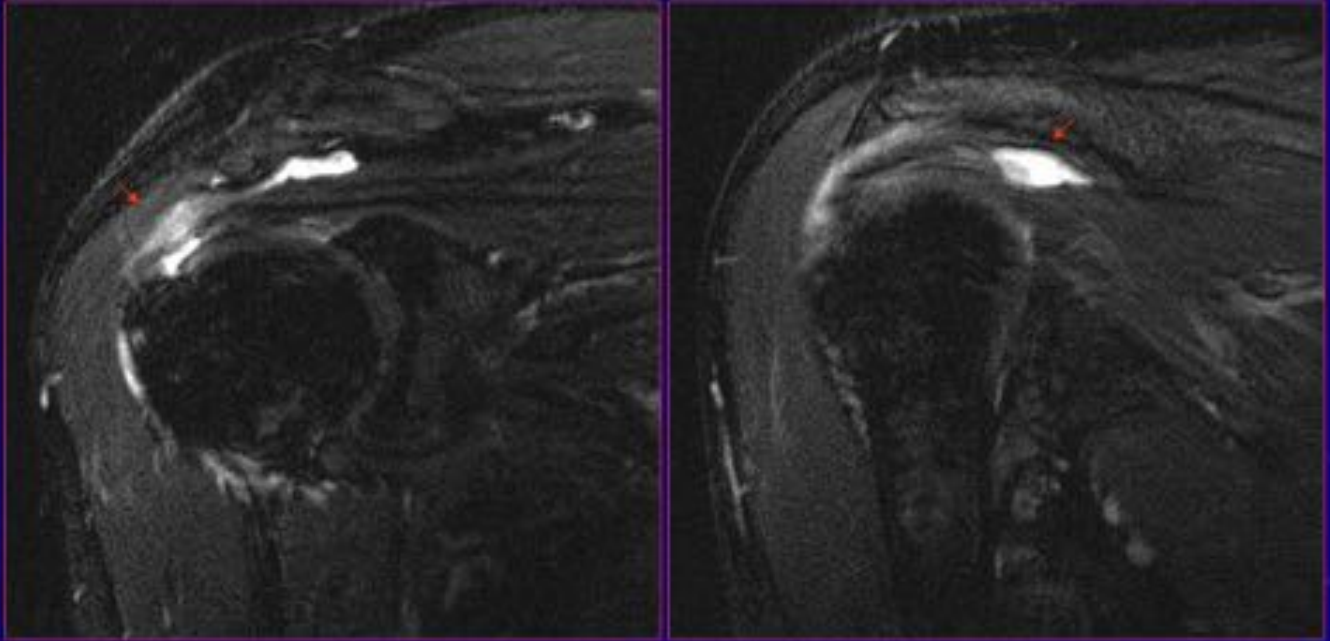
Correlación de la imagen en RM y ecografía de una rotura parcial de la superficie bursal del tendón del supraespinoso en su región de inserción.
